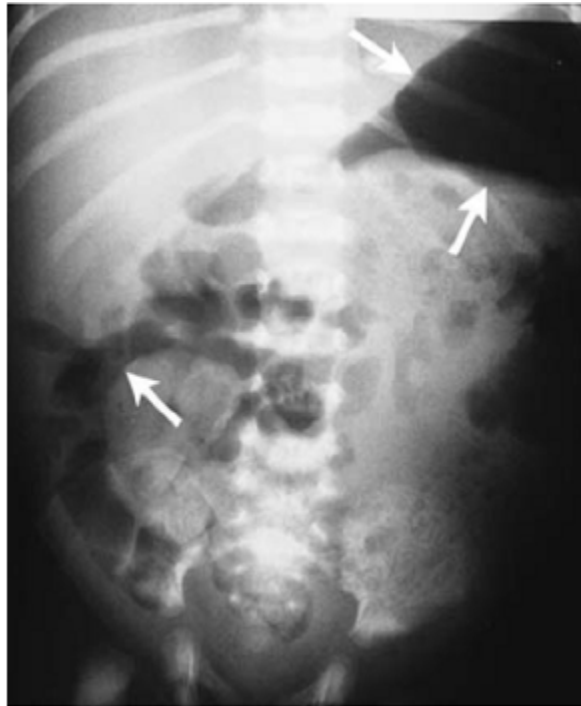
Radiographie de l'abdomen sans préparation: pneumopéritoine chez un nouveau né présentant une péritonite méconiale secondaire à une atrésie iléale perforée in-utéro. [37]
